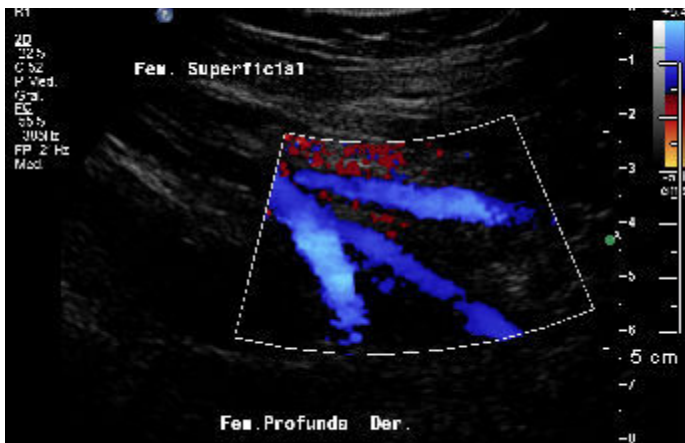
Doppler venoso de la bifurcación de la femoral común donde se observa integridad en la saturación de flujo sin trombos ni secuelas postrombóticas.
